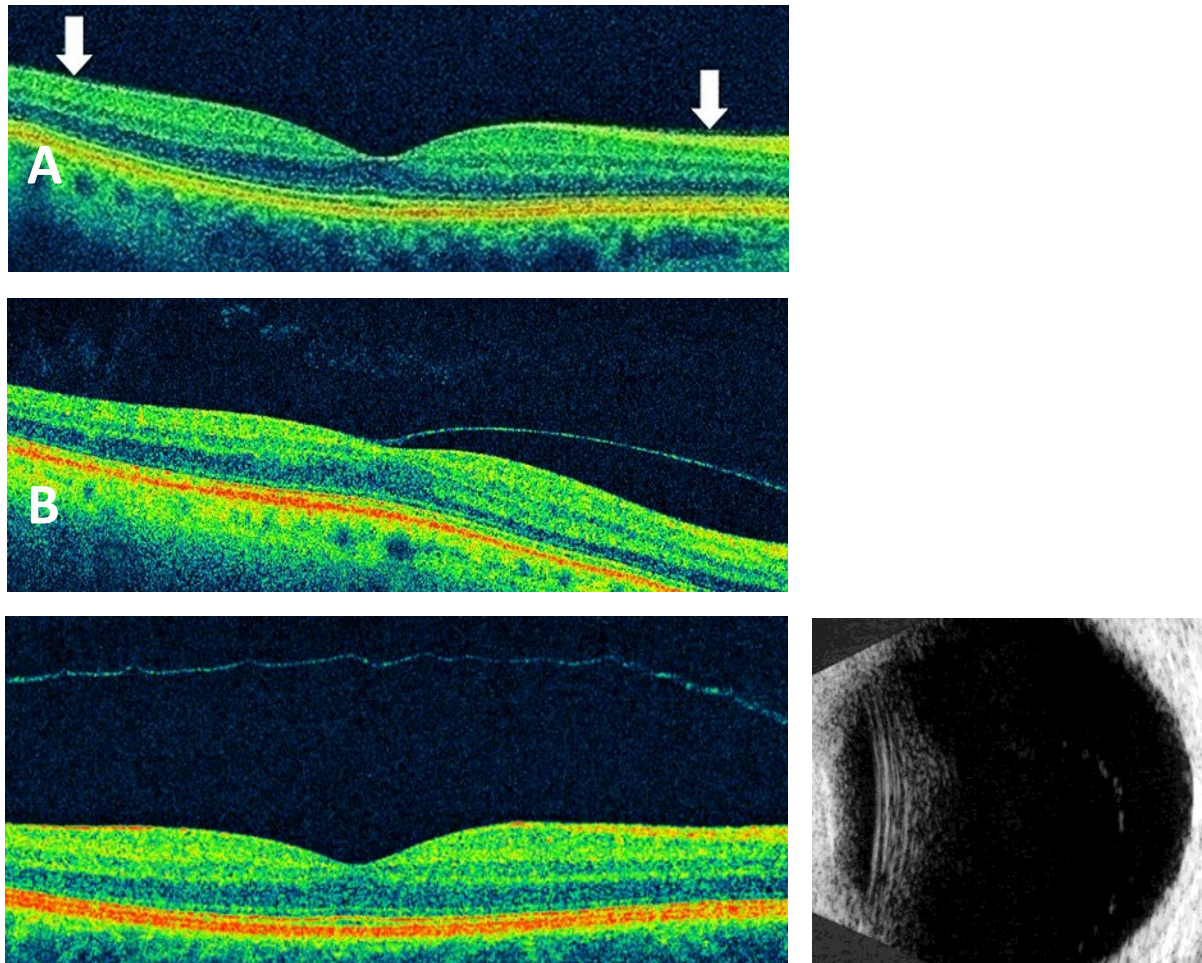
Darstellungen der vitreomakulären Grenzfläche mittels optischer Kohärenztomographie und Ultraschall.
